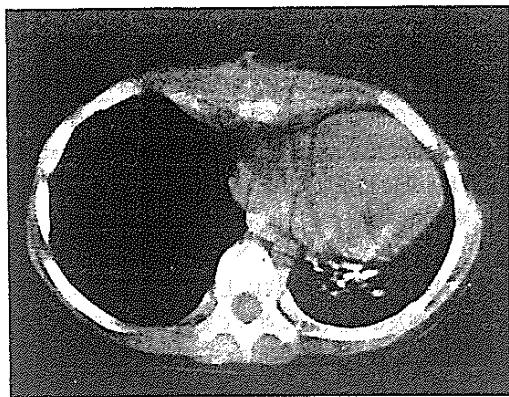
同患者のSCE術後CT写真（前胸部の陥凹は修復され圧迫は解除されている）
